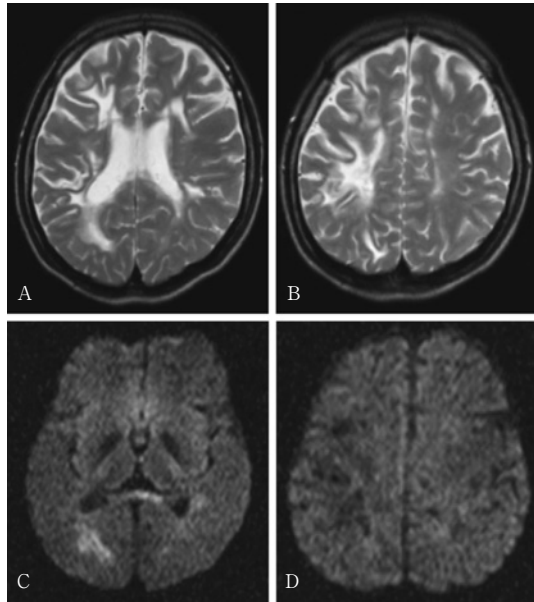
Axial magnetic resonance images of the brain. T2-weighted images (A, B) show high-intensity lesions on the bilateral frontal and temporo-parietal subcortical white matter, and diffusion-weighted images (C, D) show a high-intensity lesion on the right temporo-parietal subcortical area (C) suggesting an active lesion.
